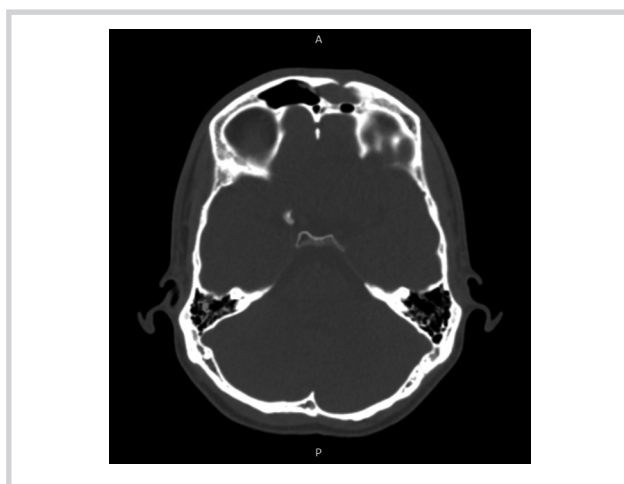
МСКТ ОНП в аксиальной проекции. Тотальное гомогенное затемнение левой лобной пазухи. Визуализируется дефект передней стенки лобной пазухи — результат фронтотомии наружным доступом в 2014 г.
